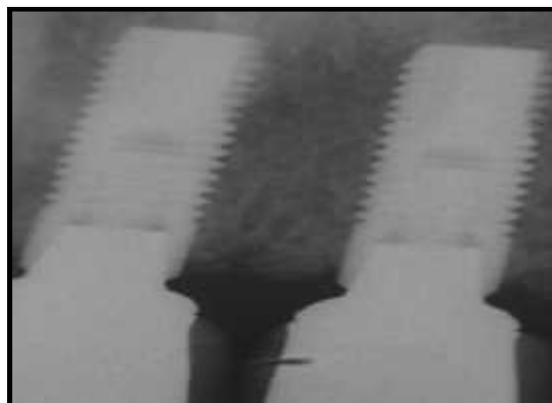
l'investigation radiographique à 24 mois
